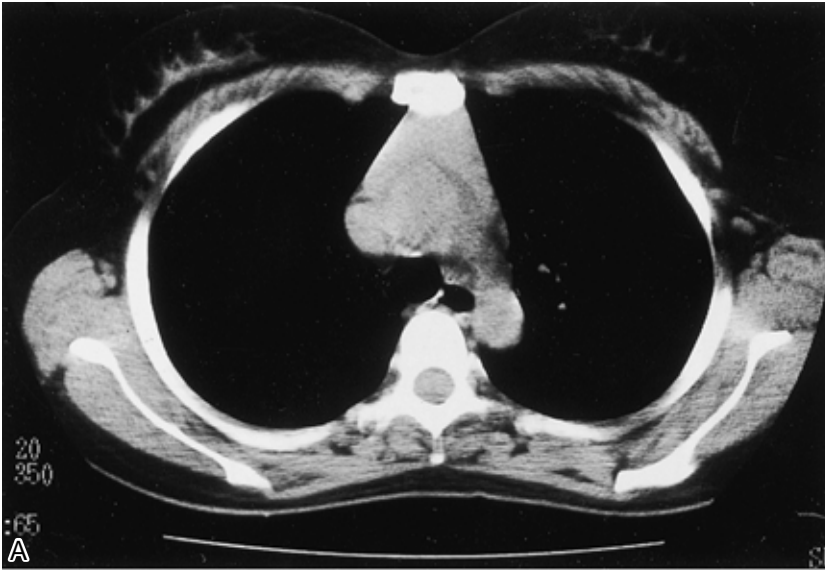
Chest CT on February 11 showing an anterior mediastinal mass shadow.
